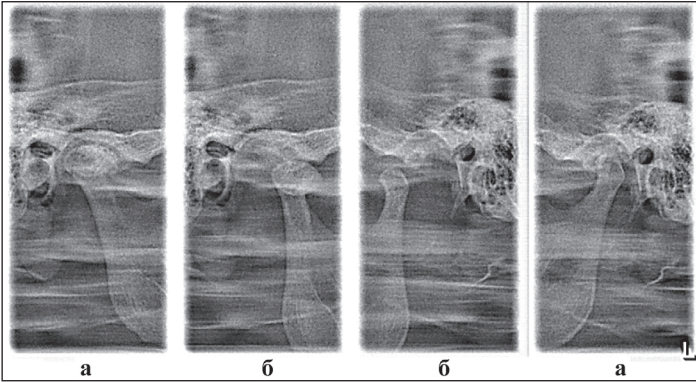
Прицільні рентгенограми СНЩС пацієнтки З., 42 років. При закритому роті (а) визначається звуження всіх відділів суглобової щілини правого суглоба, при відкритому роті (б) права суглобова голівка виходить до вершини суглобового горбка, ліва суглобова голівка знаходиться на передньому схилі суглобового горбка з інтерпозицією суглобового диска. Діагноз: компресійно-дислокаційна дисфункція СНЩС важкого ступеня: компресія справа, дислокація зліва. Асиметрія розмірів і форм суглобових голівок.
